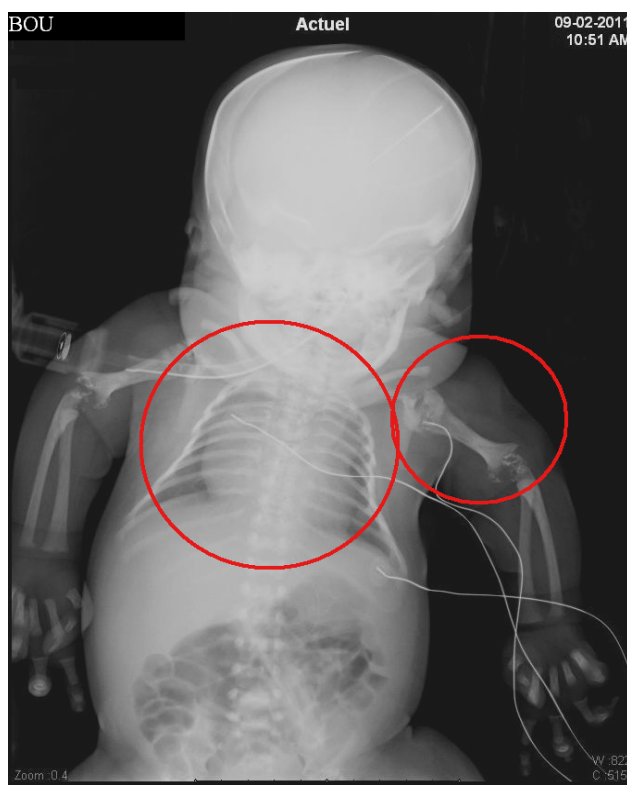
Radiographie à la naissance du patient BOU, partie supérieure du corps.
